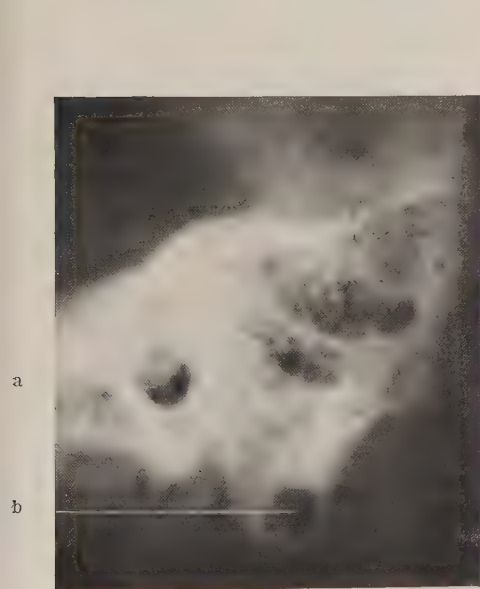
Röntgenbild eines gemischt kompakt-spongiös-pneumatisierten Warzenfortsatzes (Leichenschläfenbein). a = äußerer Gehörgang. b = große isolierte Zelle an der Spitze des Warzenfortsatzes.
